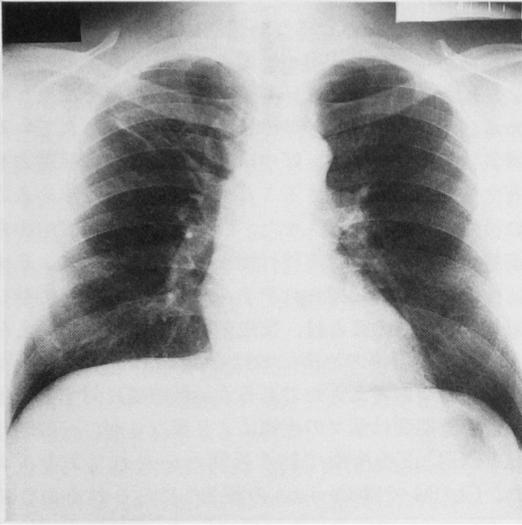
Chest X-ray film of case no. 9 on Apr. 17, 1989.
